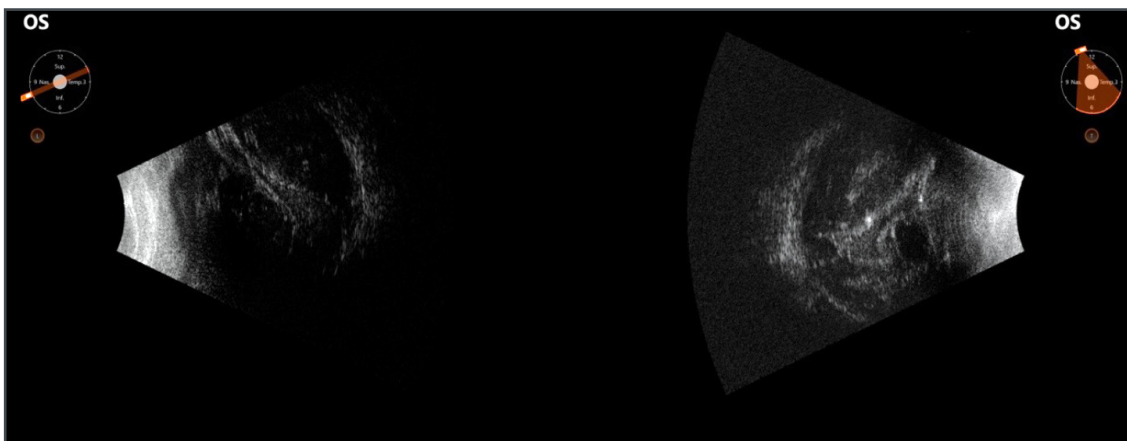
Ecografia B scan: ben evidenti le bozze di corioide "kissing" occupanti tutta la camera vitrea fino al piano irideo.
